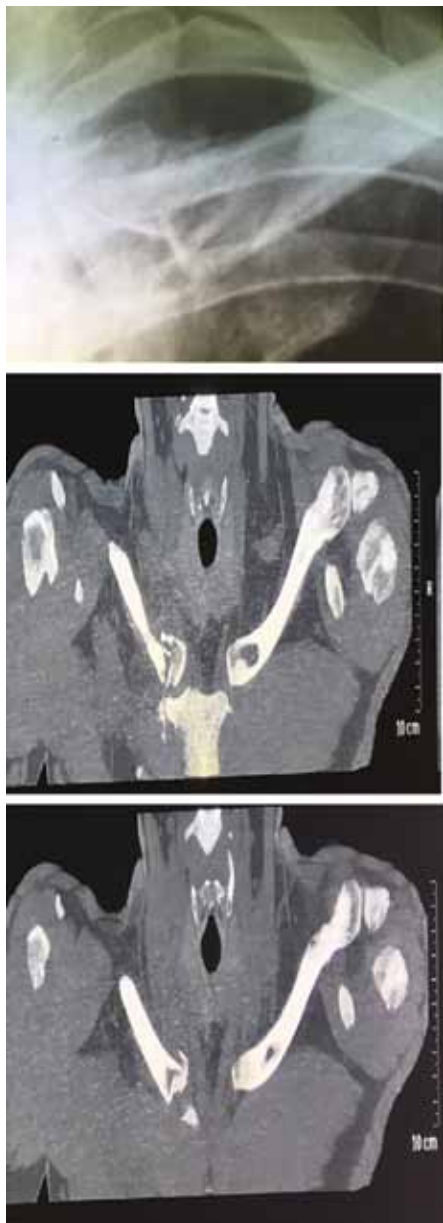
Дані рентгенологічного дослідження та комп'ютерної томографії.
